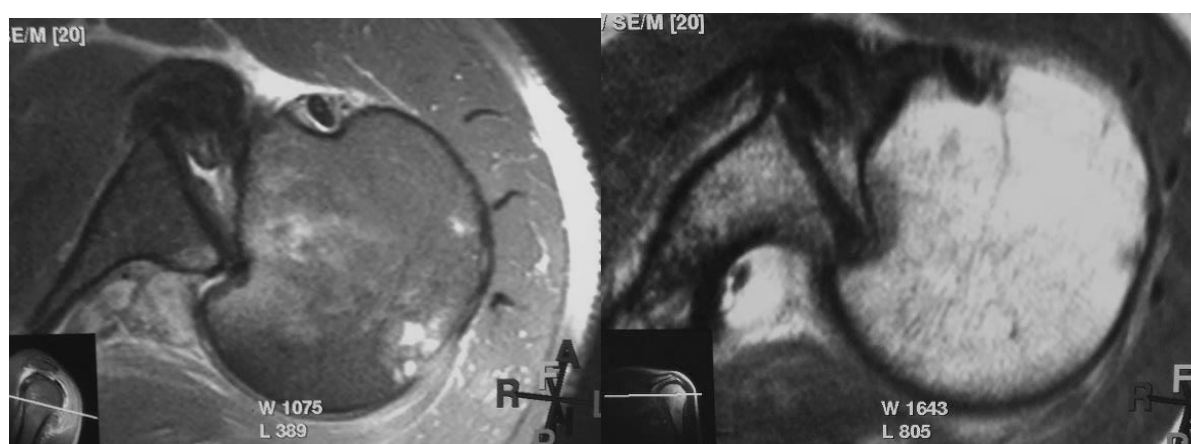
МРТ хворого, коронарна проекція.
